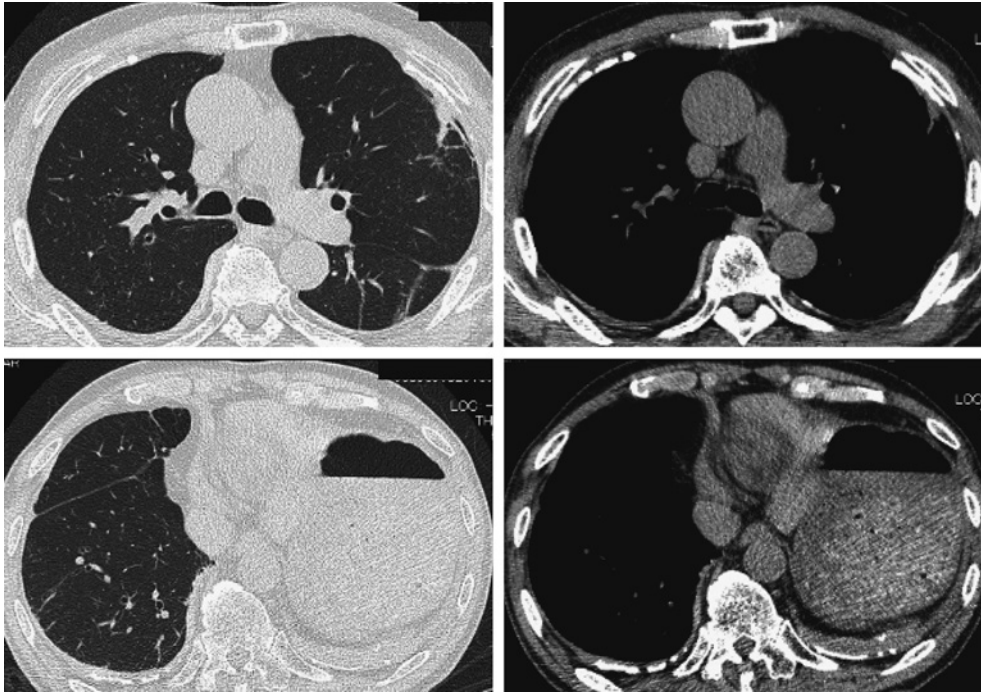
石綿手帳健診時胸部単純低線量CT (2016年3月2回目の肺炎罹患前)
